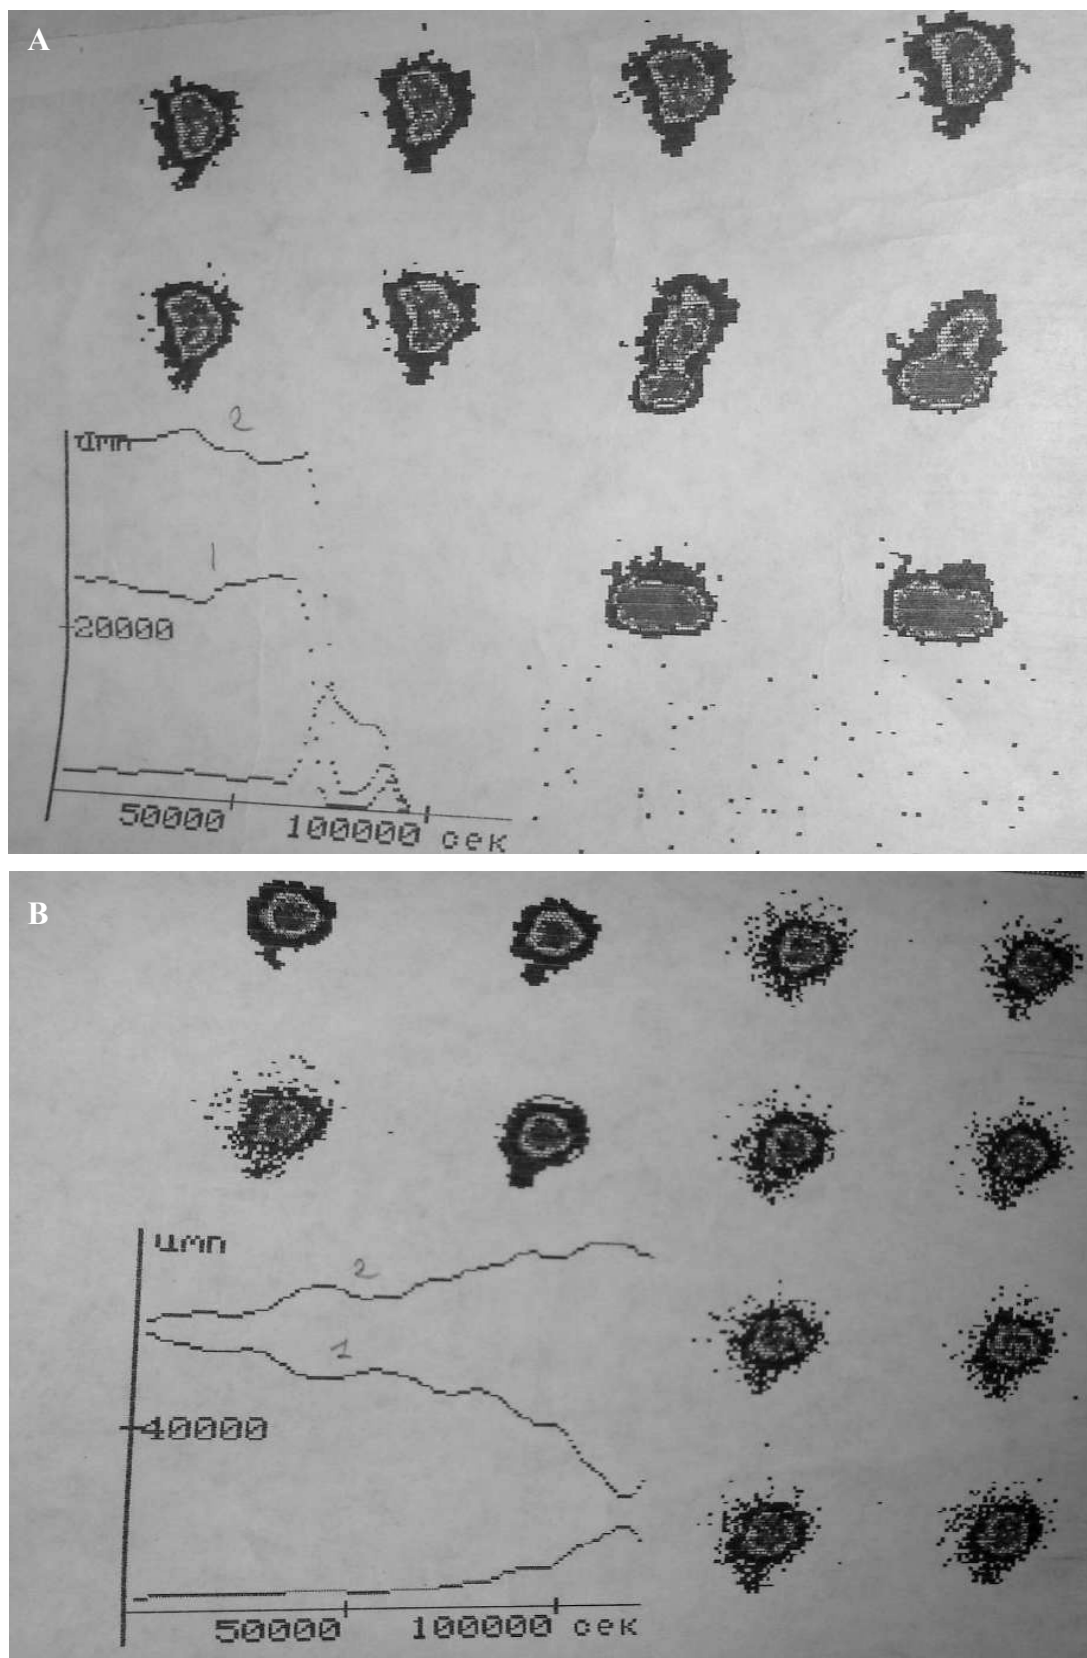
Scintidefecografia. A - Bloc infrarectal organic, B - bloc infrarectal funcțional.
